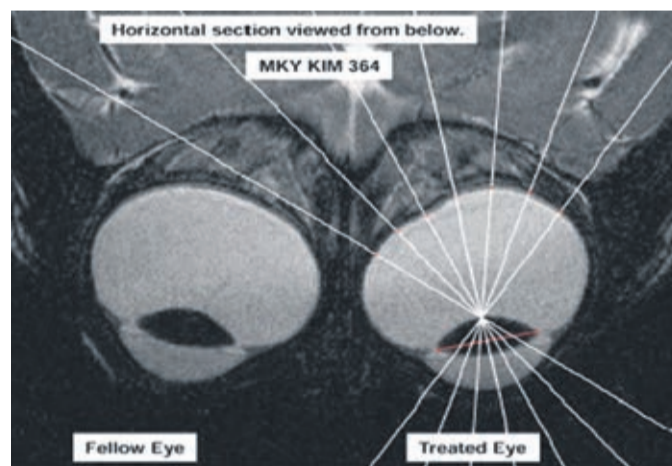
IMAGEM DE RESSONÂNCIA MAGNÉTICA MOSTRANDO UM CRESCIMENTO ANÓMALO DO OLHO DA DIREITA ENQUANTO QUE O OLHO DA ESQUERDA APRESENTA DIMENSÕES E FORMA NORMAIS
